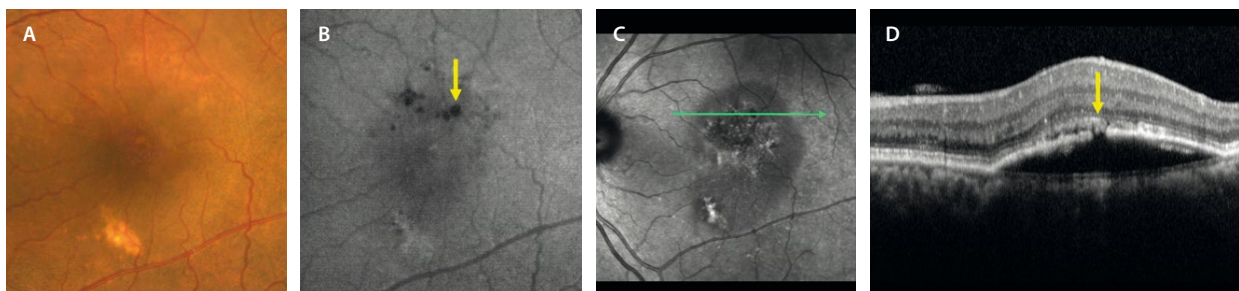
Aperturas del epitelio pigmentario de la retina. Inapreciables en la retinografía a color (A), se ven como áreas hipoautofluorescentes (flecha amarilla) al estar desprovistas de epitelio pigmentario de la retina (B) e hiporeflectivas en la imagen cercana a la infrarroja (C). En el corte de la tomografía de coherencia óptica (D) se aprecia un defecto focal del epitelio pigmentario de la retina en el techo de un desprendimiento del epitelio pigmentario avascular (flecha amarilla) con fluido subretiniano persistente y sin colapso del desprendimiento del epitelio pigmentario de la retina ni retracción de este.
